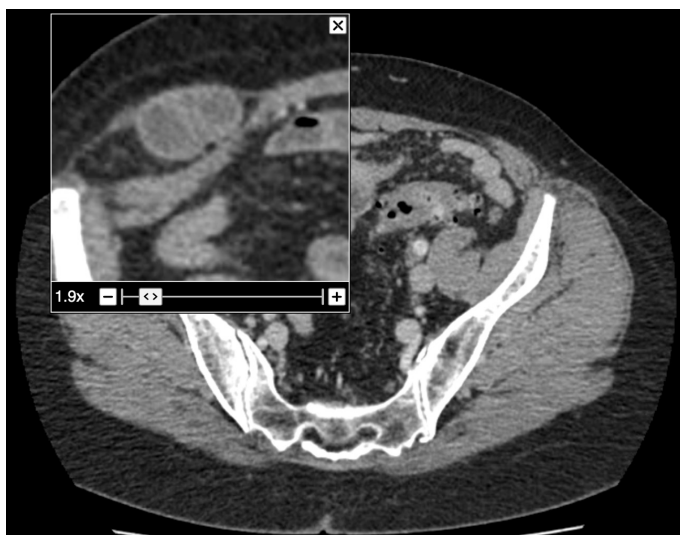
tomografia evidenciando hérnia de Spigel à direita com conteúdo de delgado
